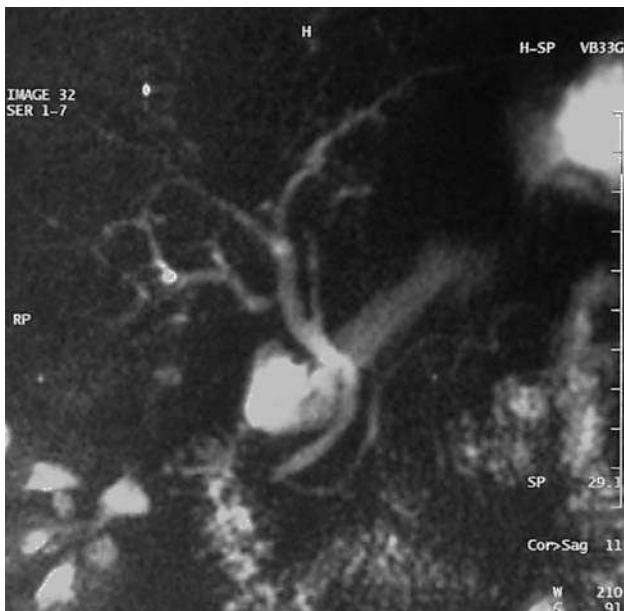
Colangiorresonancia magnética.
